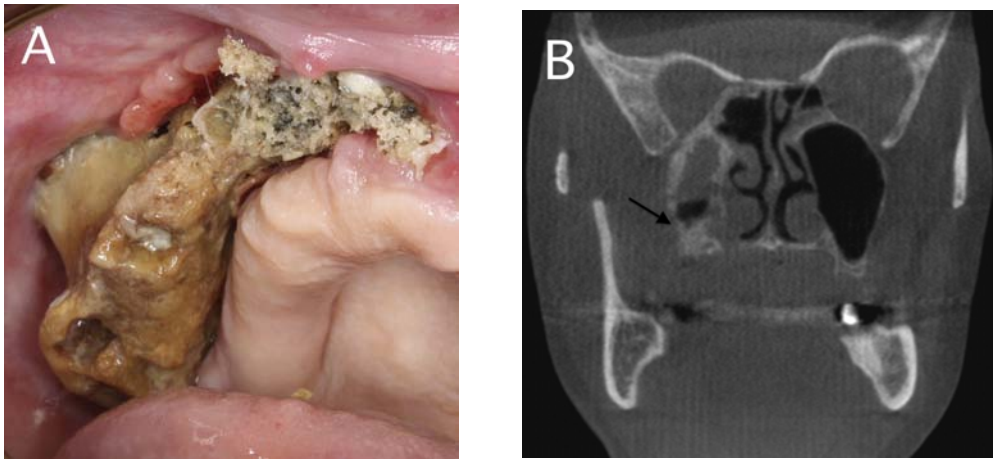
OCN de stade 3. (A) Vue clinique d'une exposition d'os nécrosé secteur 1. L'atteinte s'étend jusqu'à la tubérosité maxillaire (B) La coupe CBCT correspondante met en évidence une opacification importante du sinus maxillaire avec un séquestre osseux s'étendant jusqu'au plancher sinusien (Ruggiero et coll.) (67)
